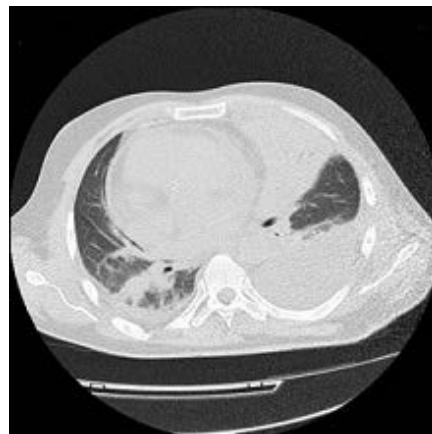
Больной Б. Фрагмент компьютерной томографии от 07.09.12 г. Значительное распространение зоны консолидации легочной ткани в язычковых сегментах левого легкого. Увеличение количества жидкости в плевральных полостях, больше слева. Появление новых участков уплотнения легочной ткани в нижней доле правого легкого
